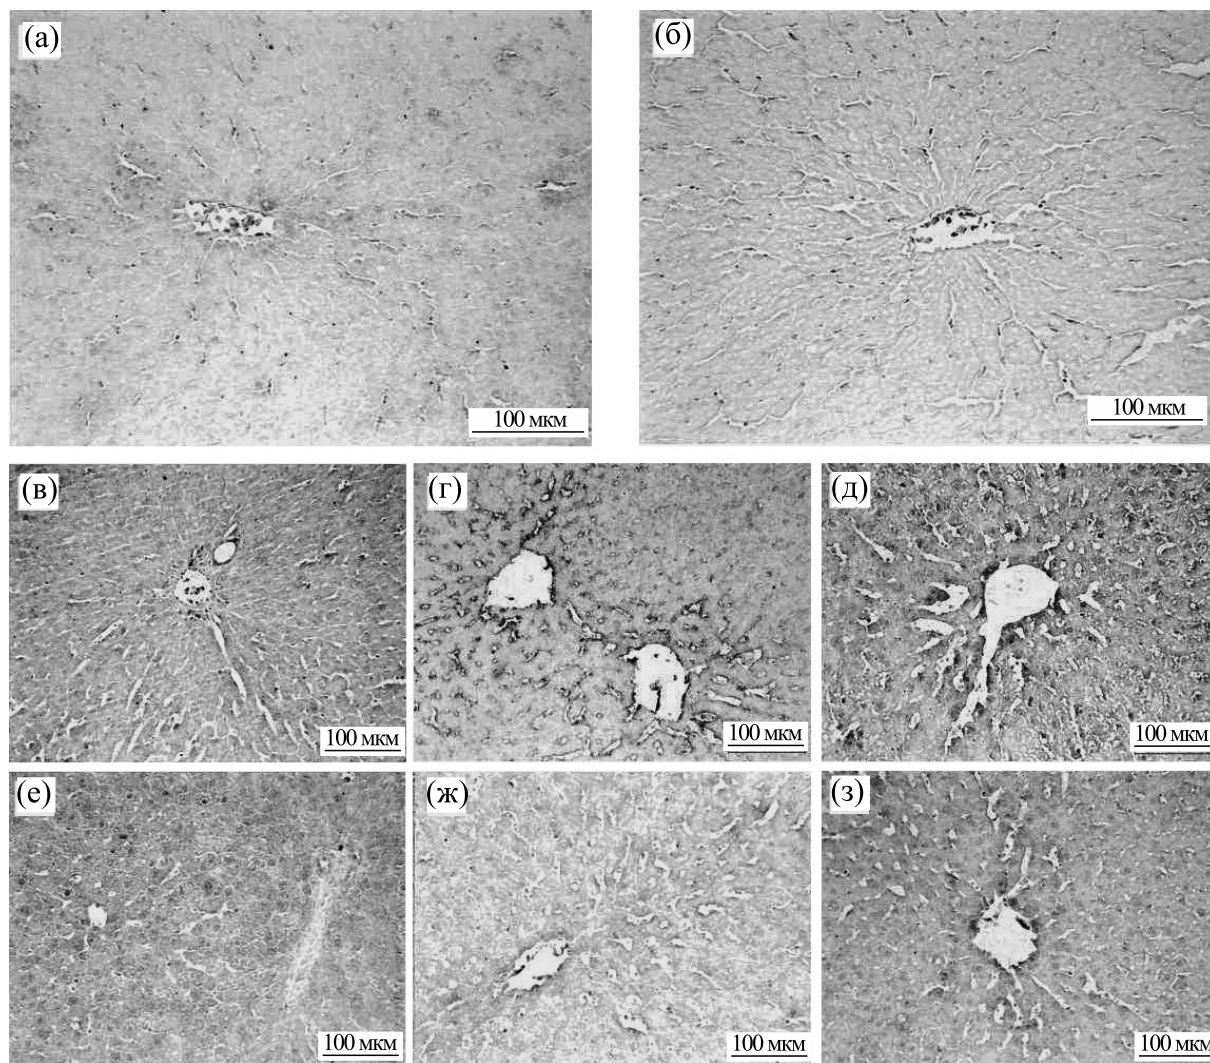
Локализация каспазы-3 в печени при И-Р почки: (а) — интактная печень, положительный контроль; (б) — интактная печень, отрицательный контроль; (в)—(д) — печень после И-Р почки (группа № 3); (е)—(з) — печень после И-Р почки в условиях введения Ргх6 (группа № 4); (в) и (е) — реперфузия 2 ч, (г) и (ж) — реперфузия 5 ч, (д) и (з) — реперфузия 24 ч; Поликлональные антитела против каспазы-3.
